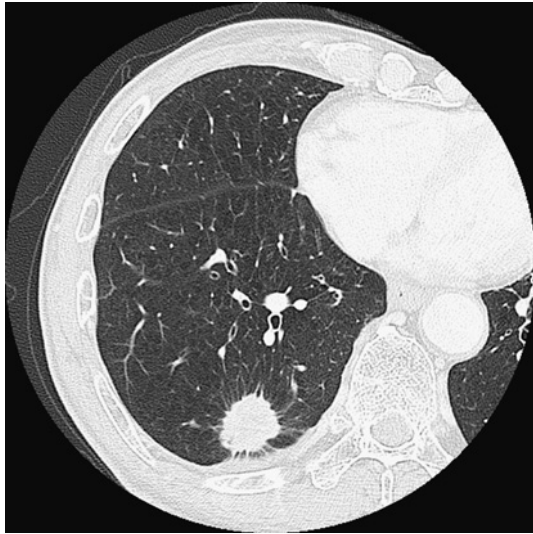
A chest HRCT image shows a nodular lesion with fine spiculations, pleural indentations and vessel convergences. Pathologically, the nodule was diagnosed as a poorly differentiated adenocarcinoma with pl, v (+), ly (+).
